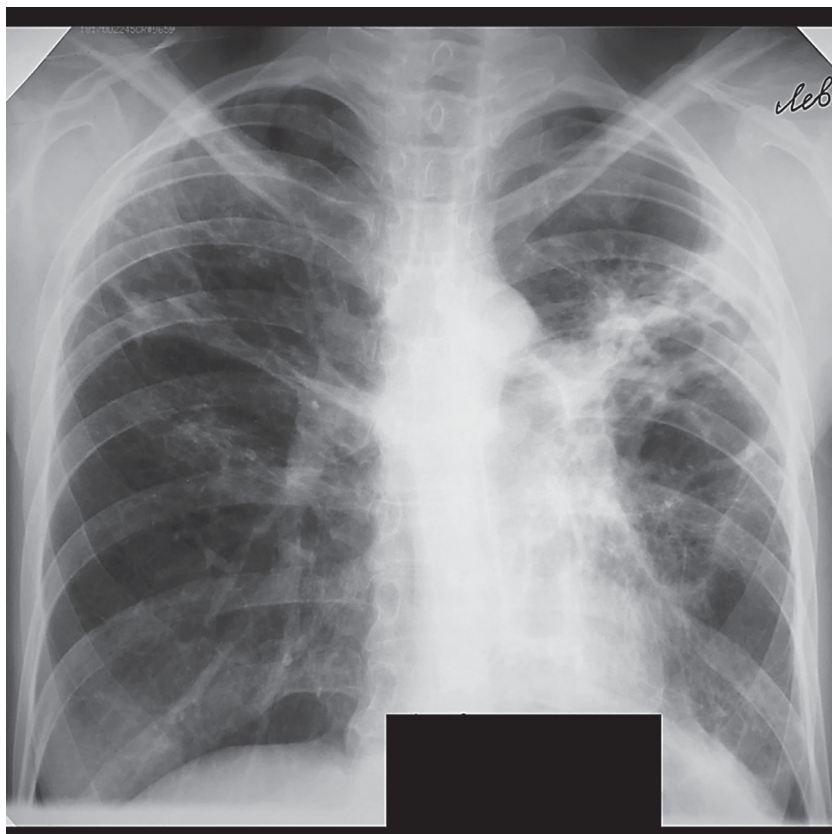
Рентгенограмма грудной клетки в прямой проекции, 7.06.2022.
